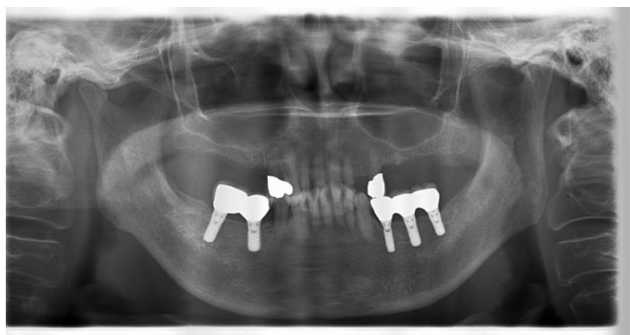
Dental panoramic radiography at 3 years after the prosthesis treatment
